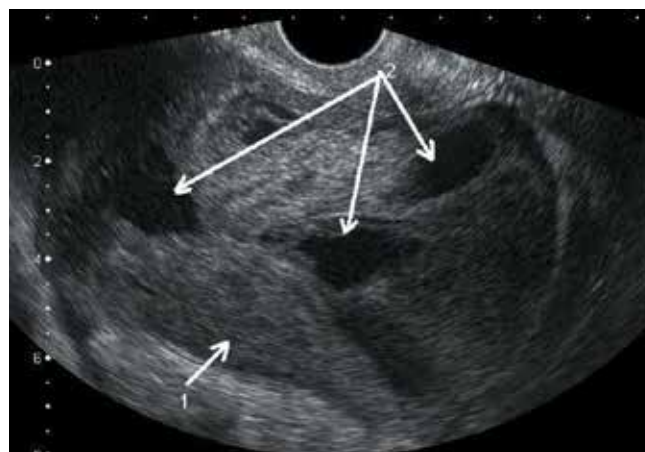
Ультразвуковая томограмма опухоли Крукенберга: 1 — солидная структура; 2 — кистозные полости
